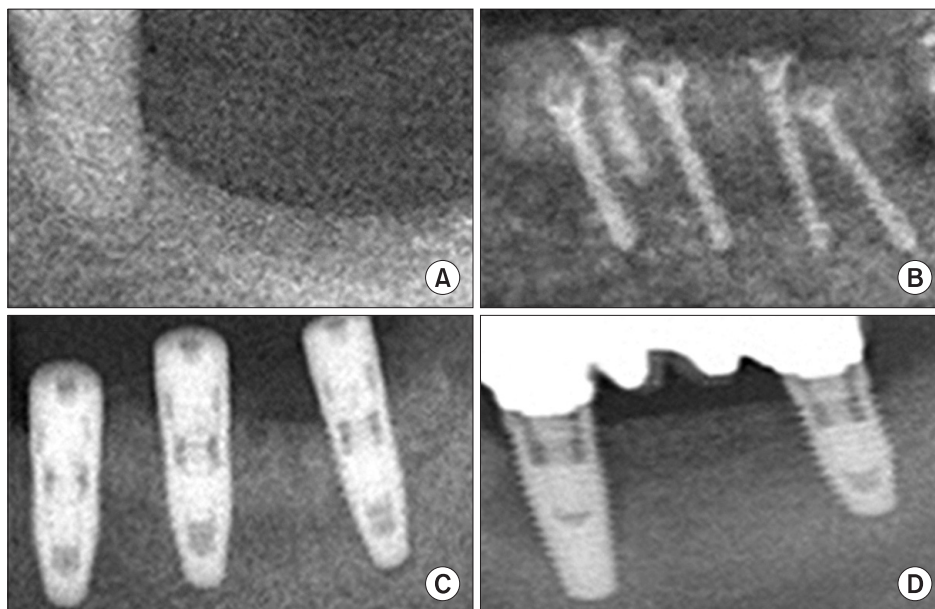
Autogenous block bone graft, implant installation and functional loading. These figures were collected from different patients who underwent ramal bone graft and implant installation surgery. A. Pre-operative radiography. B. Immediate post-operative radiography after autogenous block bone graft operation. C. Immediate post-operative radiography after implant fixtures installation operation. D. Follow-up radiography after functional loading.
